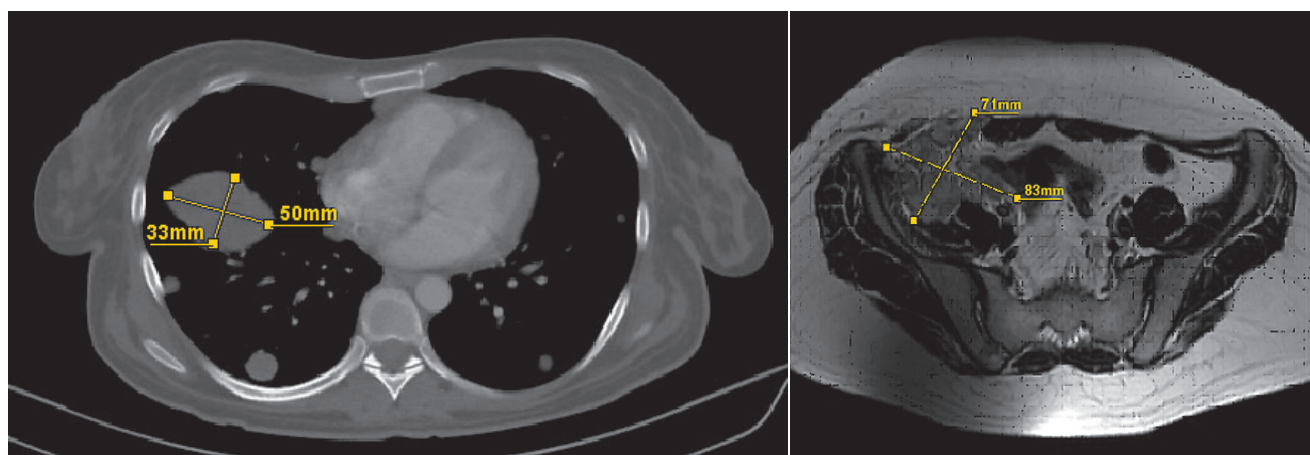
Компьютерная томография органов грудной клетки и органов брюшной полости 15.03.2018 г.: местное пролонгирование процесса, МТС в легкие, по плевре
